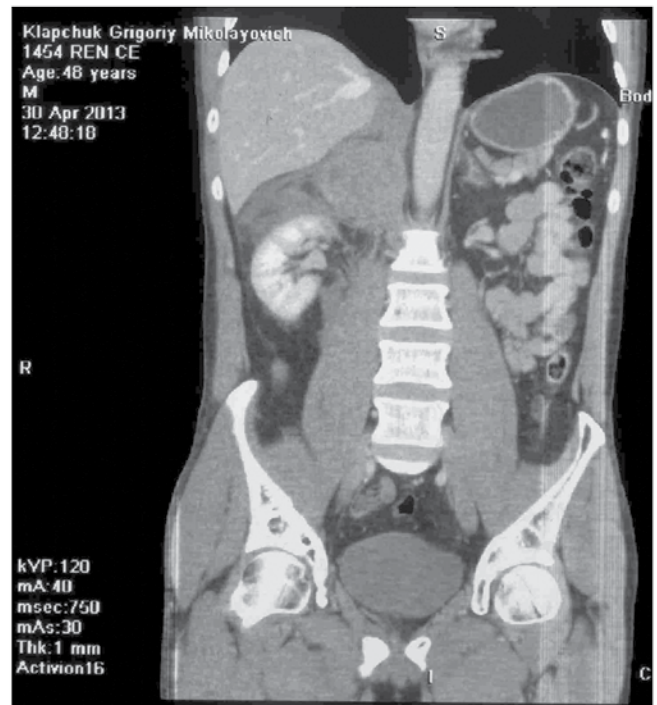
СКТ хворого К. через 2 тижні після крововиливу (травми) в НЗ
